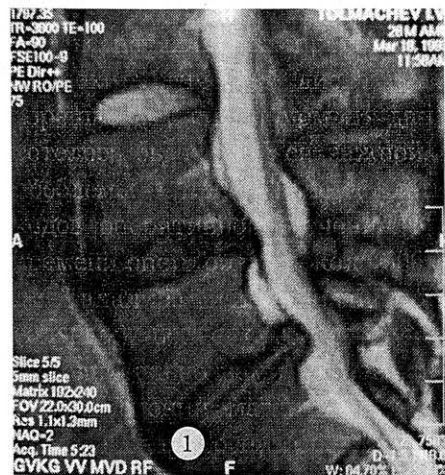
Гипертрофия задней продольной связки после длительного консервативного лечения (МР-томограмма, сагиттальный срез).
